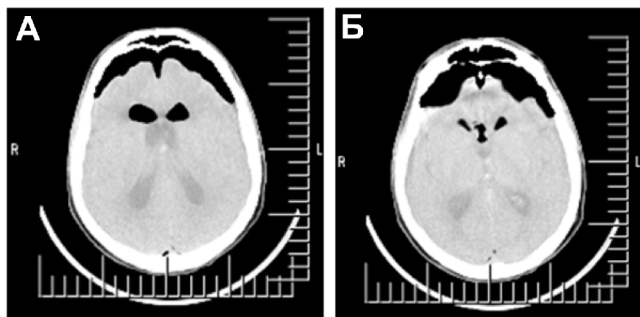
(А, Б). Больной X, 62 лет, после операции по поводу удаления невриномы слухового нерва слева с неадекватным пробуждением в раннем послеоперационном периоде. По данным КТ ГМ: пневмоцефалия с локализацией воздуха в передних рогах боковых желудочков и над лобными долями.
